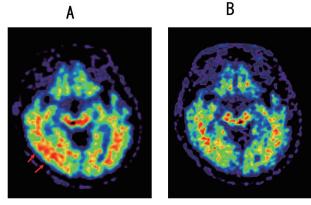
物忘れを訴える高齢者の脳アミロイド PET 画像
